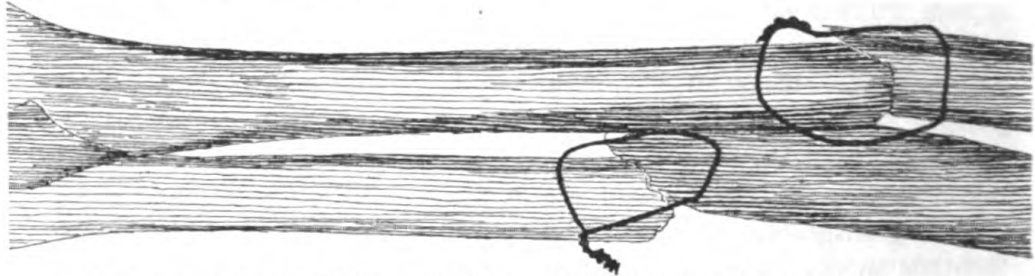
Röntgenbild einer Fraktur mit bisher üblicher Knochennaht. Der Draht umklammert die Knochen nicht fest, sondern verläuft in unregelmäßigen, der Knochenoberfläche zumeist nicht aufliegenden Windungen. Dementsprechend ist die Stellung und die Fixation der Fragmente schlecht; bei jeder Bewegung der verletzten Extremität werden Wackelbewegungen an der Nahtstelle auftreten.
